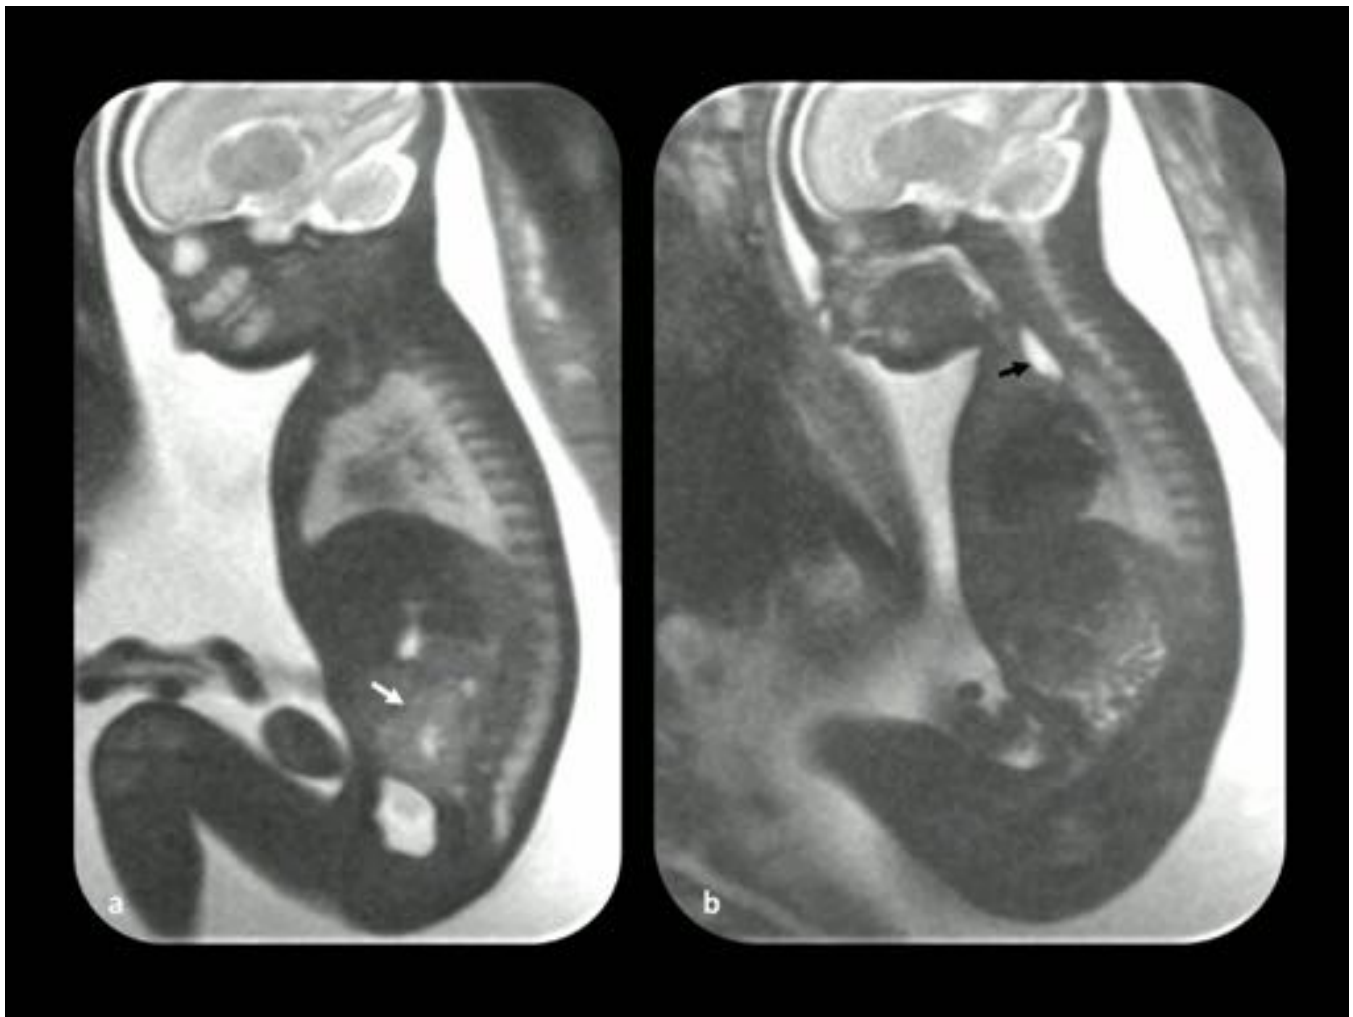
Atresia esofágica. Feto de 33 semanas de gestación. (a y b) Imágenes RM sagitales. Este feto se estudió debido a una malposición renal (flecha blanca) y se descubrió la atresia esofágica (flecha negra), no sospechada por ecografía.
